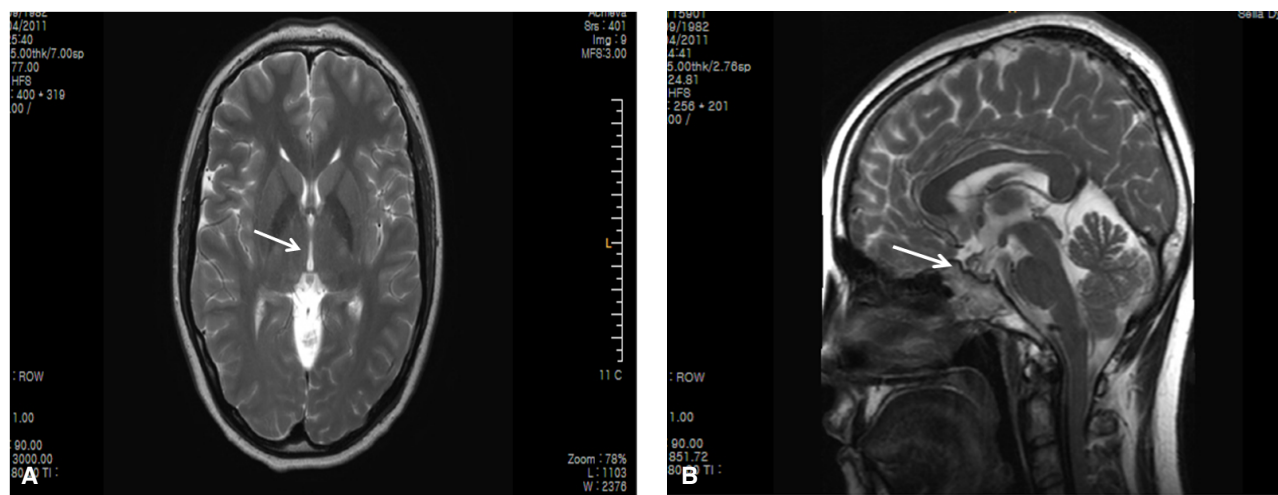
Coronal (A) and sagittal (B) MRI scans with enhancement showed the decreased pituitary adenoma (arrow) at postpartum.
